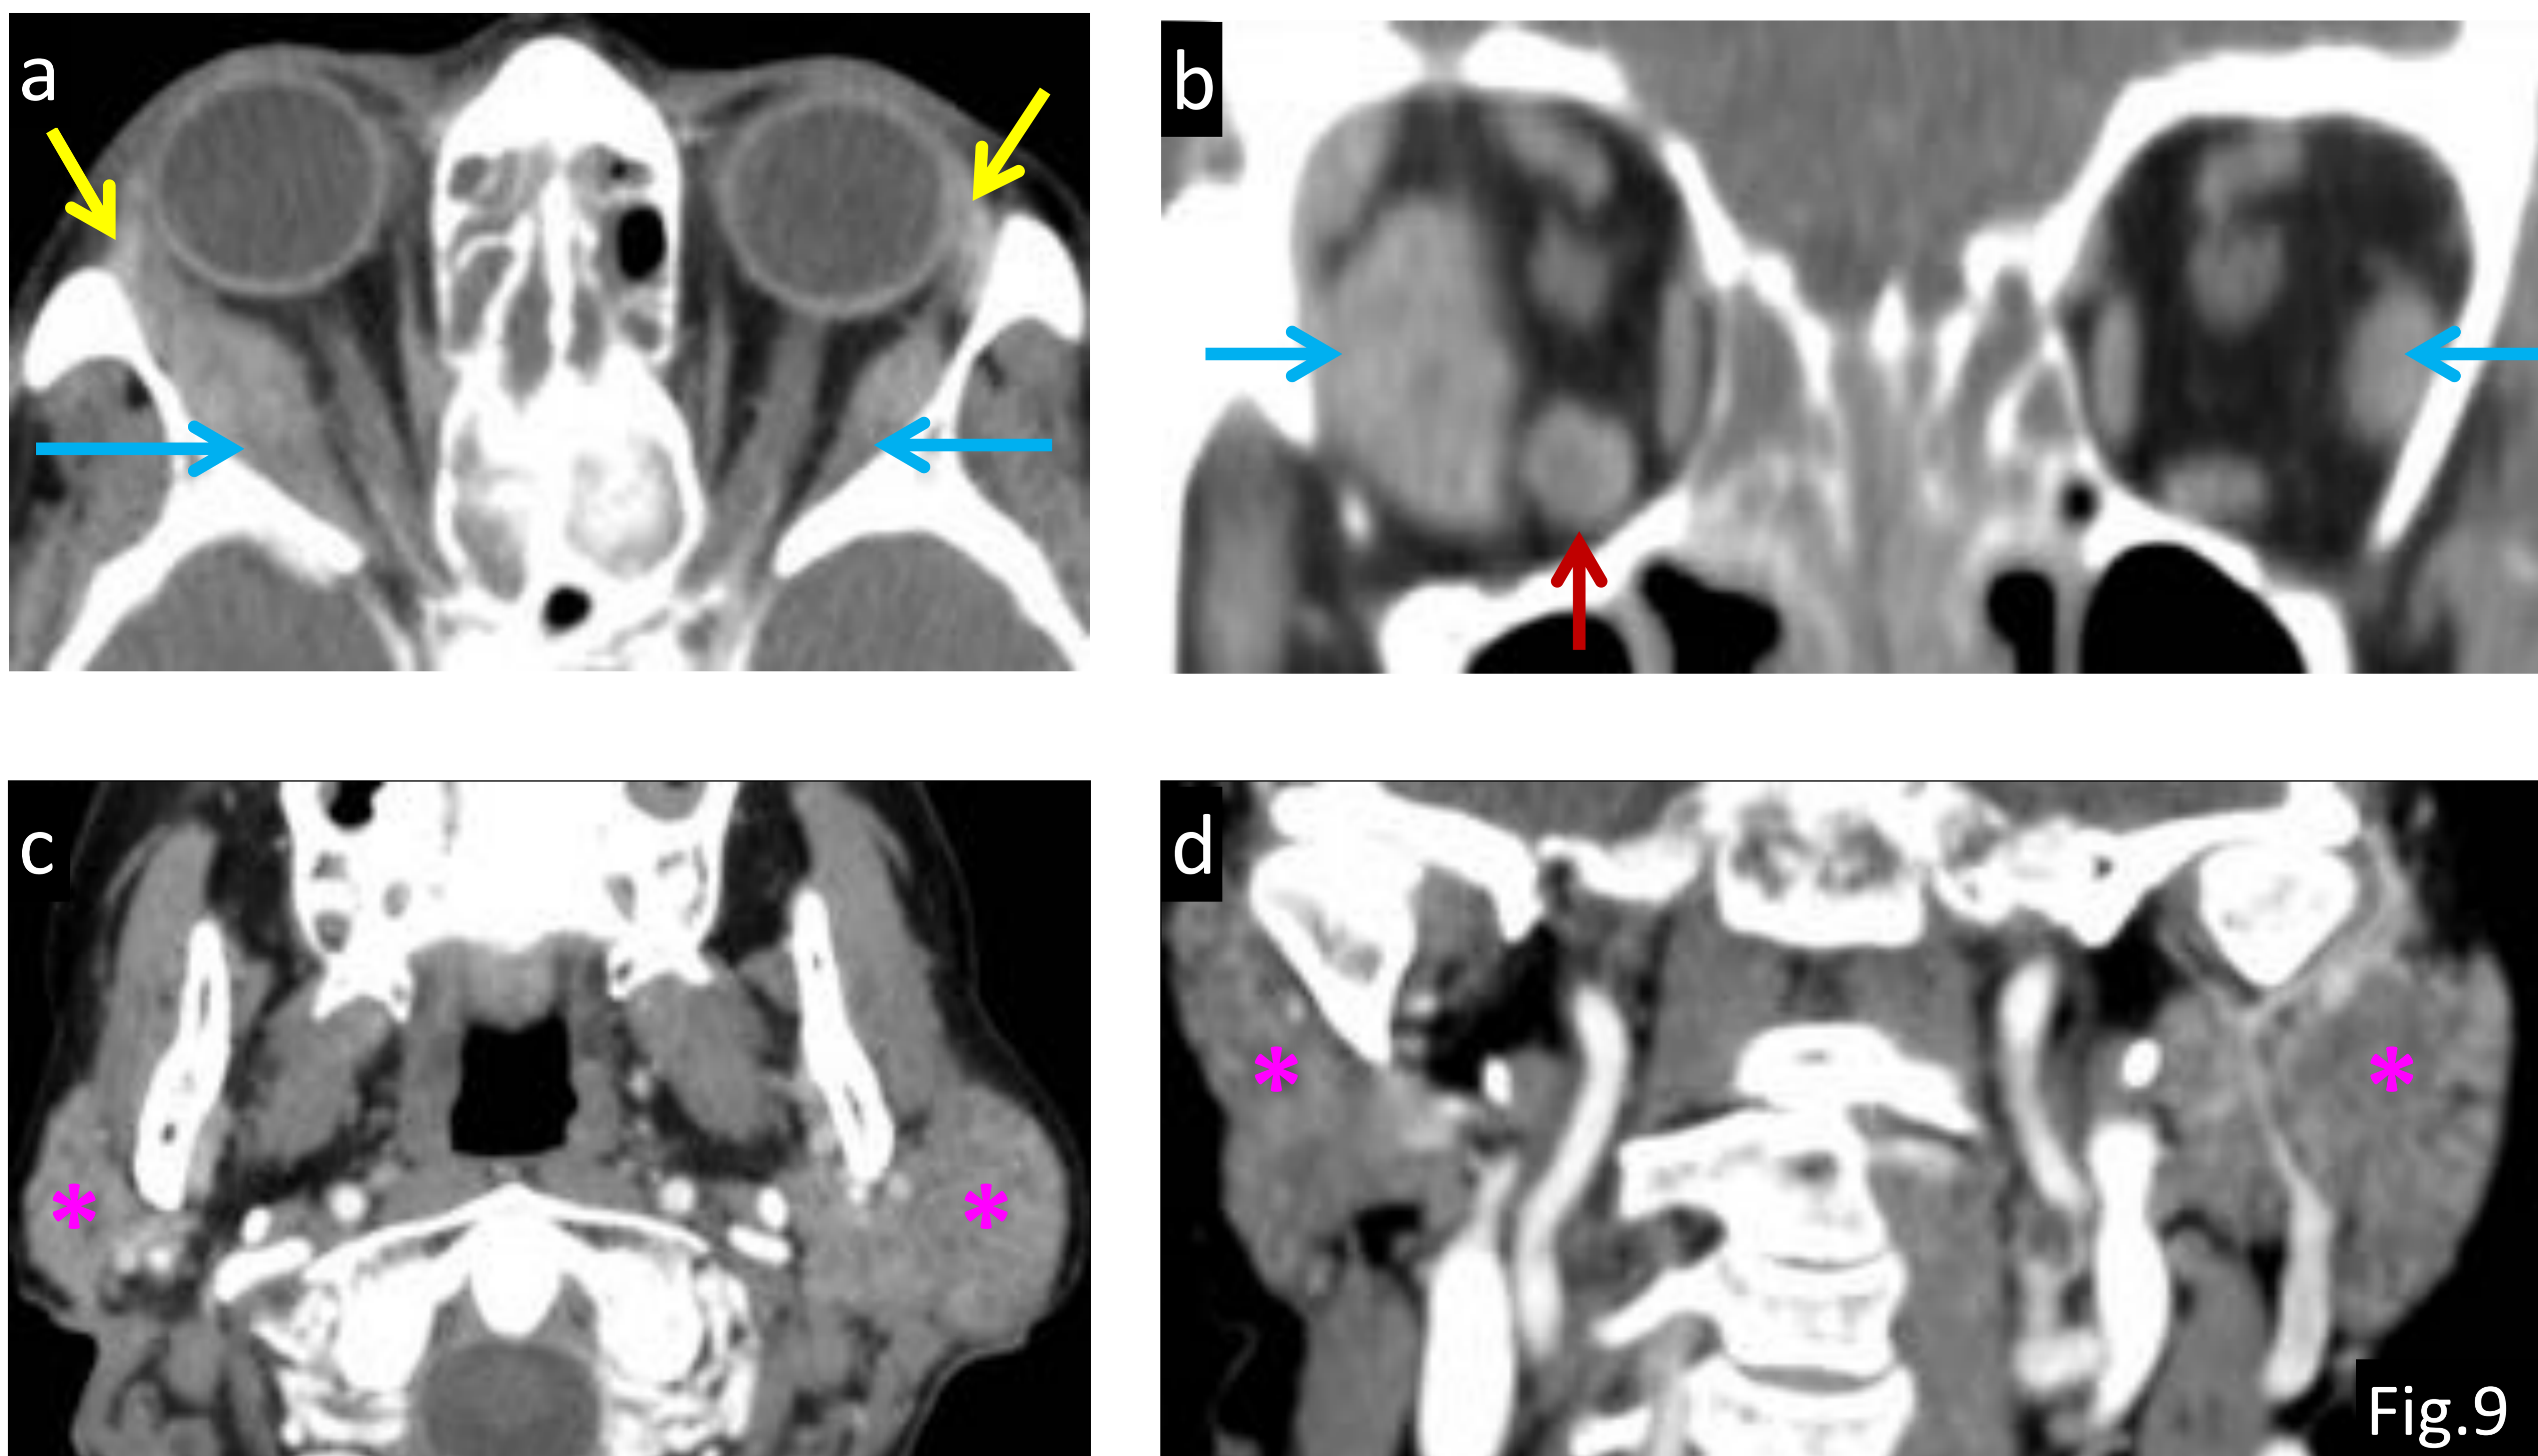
Mujer de 66 años con exoftalmos progresivo. a) TC axial, b) TC coronal con CIV: se visualizan masas que captan contraste y afectan a los músculos rectos laterales (flecha azul) de manera bilateral y el recto inferior derecho (flecha roja). c) TC axial y d) TC coronal con CIV en niveles más inferiores muestra aumento de tamaño y realce discretamente heterogéneo de las glándulas lacrimales (flecha amarilla en (a) y parótidas (asterisco rosa). Referencia: Departamento de Radiología, Hospital Universitario Severo Ochoa, Madrid/España. 2018.
